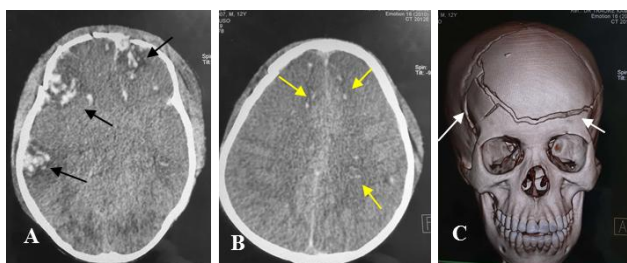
TDM cérébrale chez un adolescent âgé de 12 ans. Coupes axiales (A et B) et reconstruction 3D en vue de face (C) objectivant une association lésionnelle à savoir: des contusions hémorragiques frontales et temporales bilatérales (flèches noires), des lésions axonales diffuses au niveau des centres semiovaux (flèches jaunes) et des fractures frontales linéaires et embarrure (flèches blanches).
